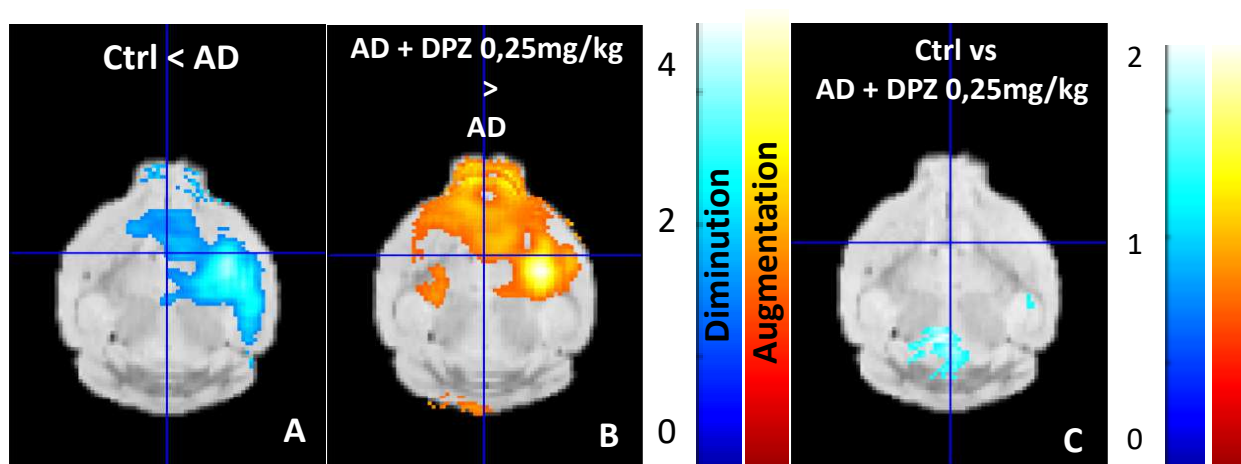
Capture cérébrale du [^{18}F]FDG reflétant la réponse thérapeutique au Donépézil (DPZ).
